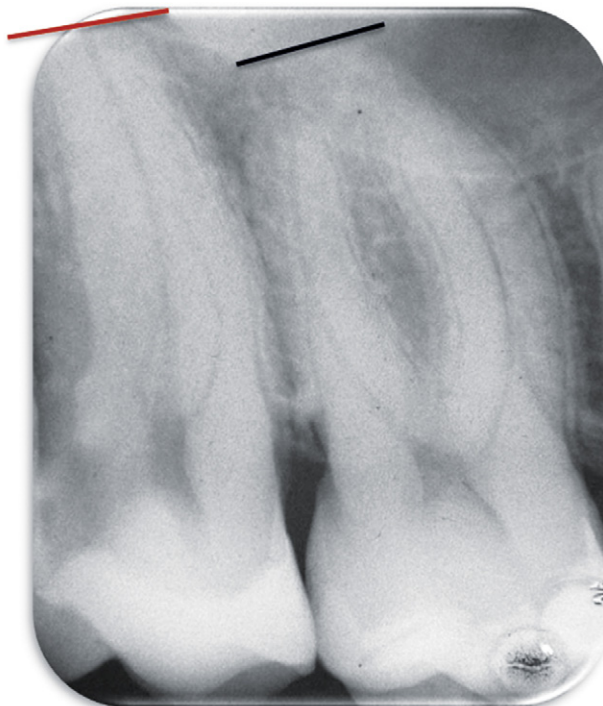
Periapical confirming X-rays: position of tooth 17 before extrusion.
